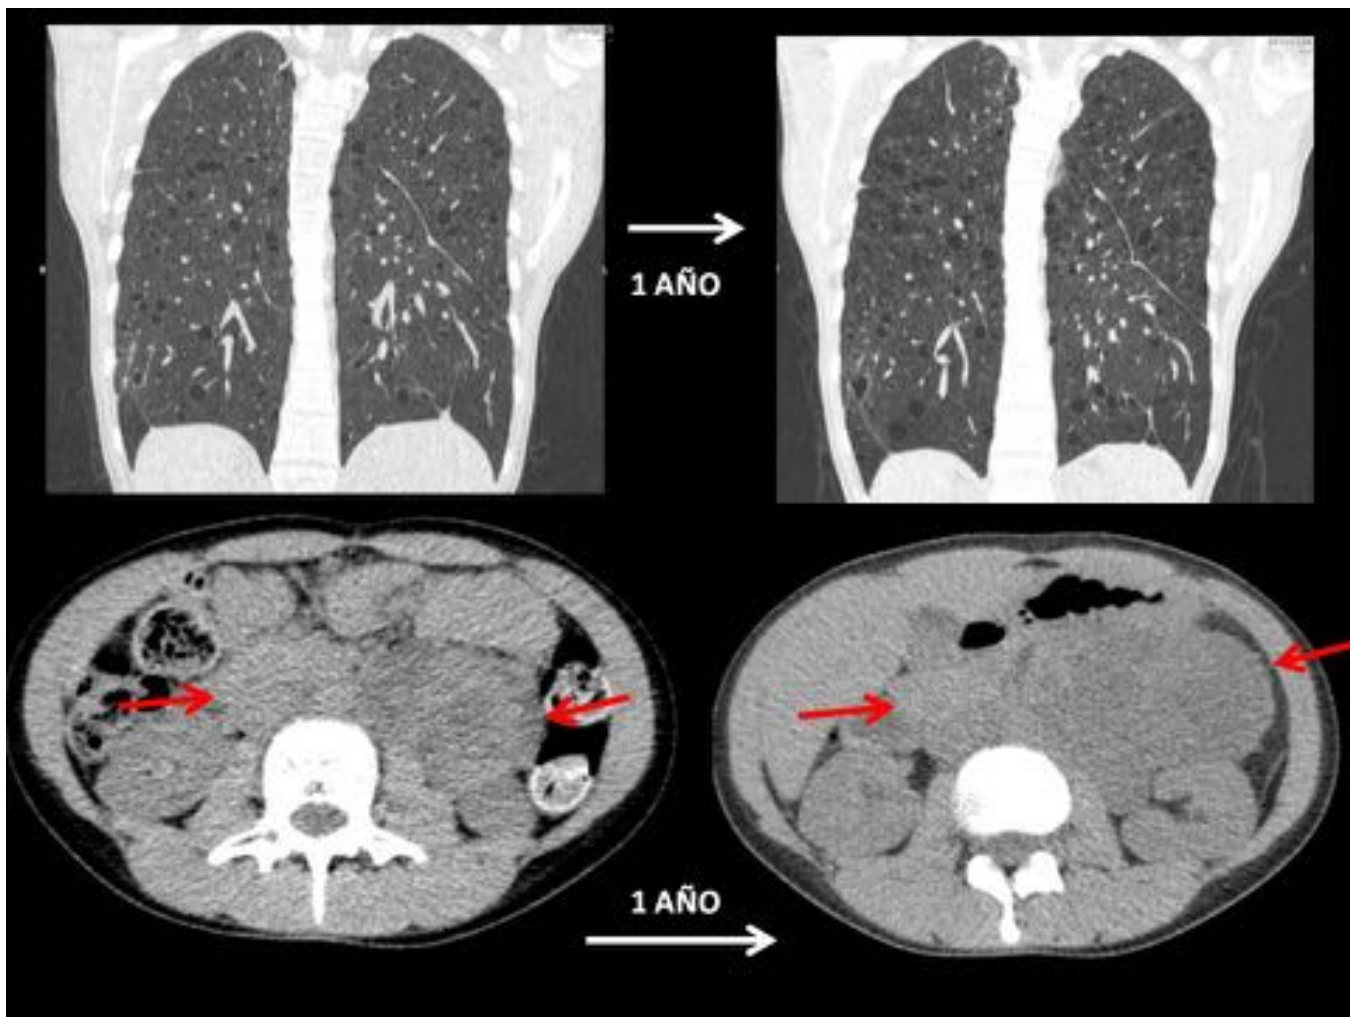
Mujer de 21 años diagnosticada de linfangioleiomiomatosis con molestia abdominal. El TC de abdomen sin contraste mostró una lesión sólido-quística (flechas rojas) en espacio pararenal anterior que siguió un curso similar a la afectación pulmonar (marcada progresión pulmonar en 1 año) y que mostró una marcada reducción de tamaño a los 5 años del diagnóstico tras controlar su enfermedad de base, su diagnóstico histológico fue de linfangioleiomioma.
